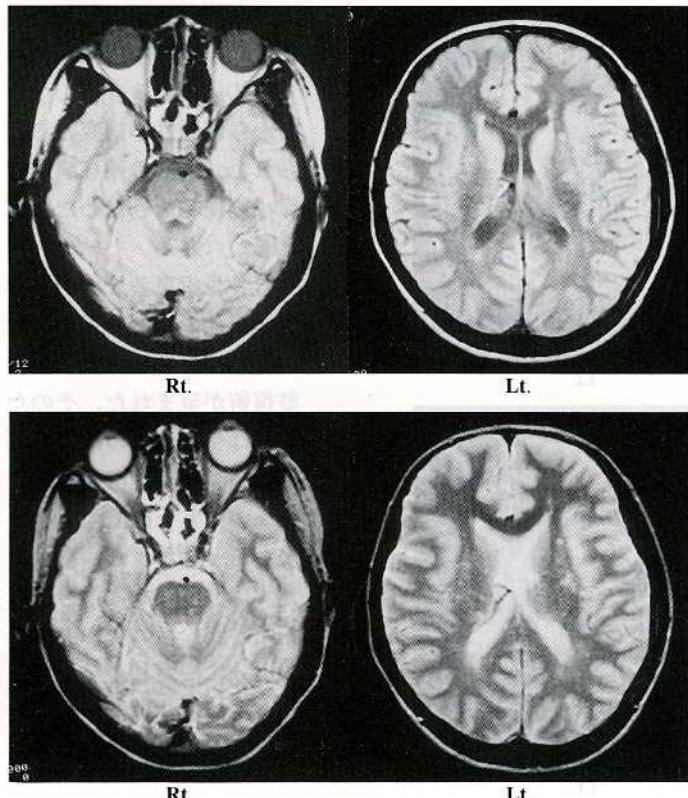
T2 weighted-and proton density-images of MRI performed 8 days after injuries showed multiple high intensity areas in the frontal white matter, brain stem and the centrum semiovale.
